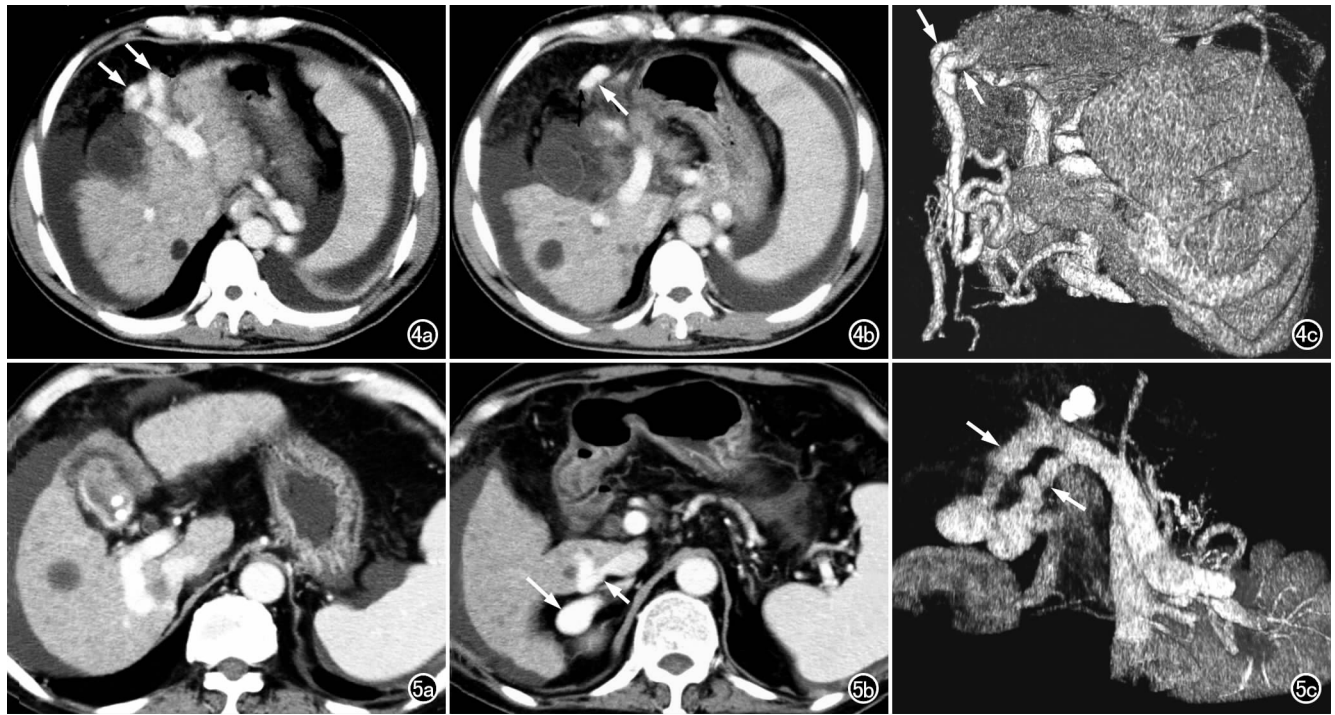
脐静脉、副脐静脉再通。a) CT 增强扫描示两条副脐静脉经肝左内侧段出肝(箭); b) 稍下层 CT 增强扫描示圆韧带明显增粗且明显强化(白箭); c) 矢状面 VR 重组图像显示变异副脐静脉(箭)的全貌,并可见明显扩张的腹壁静脉呈水蛇头征。
